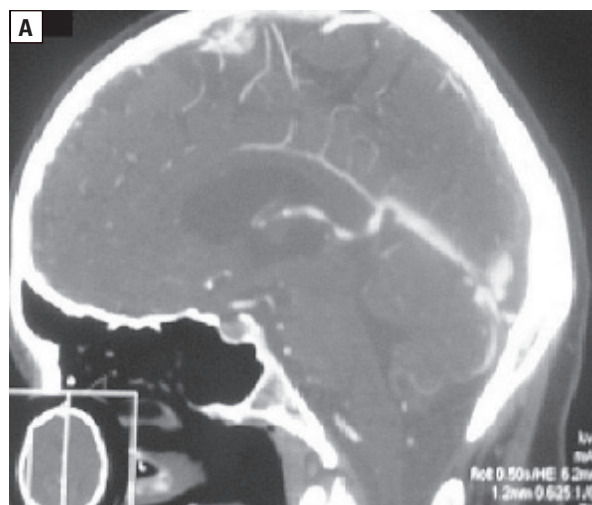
Zakrzepica żylna wewnątrzczaszkowa (angio-CT, 16.08.2010) (badania angio-CT wykonano w pracowniach Tomografii Komputerowej Szpitala Wojewódzkiego nr 2 w Rzeszowie i Szpitala MSWiA w Rzeszowie, udostępnione dzięki uprzejmości dr. n. med. Wiesława Guza)
